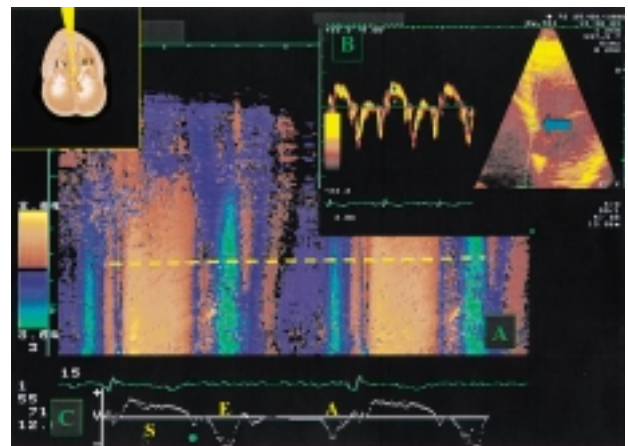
Confronto tra il color M-mode apicale ed il PW-TD nel medesimo segmento. A: color M-mode TD in proiezione 4 camere apicale. Le evidenti bande di colore sono la conseguenza del differente movimento delle fibre longitudinali delle pareti rispetto alla direzione del fascio ultrasonoro. La rappresentazione automatica sullo schermo della trasformazione di ogni pixel di colore della linea gialla in un valore di velocità è visualizzata nel grafico C. Per la decodifica dei colori vedi testo. B: PW-TD longitudinale del miocardio, 4 camere apicale. Il volume campione è posizionato al livello basale del setto interventricolare. LV = ventricolo sinistro; RV = ventricolo destro. Altre abbreviazioni come in figura 3.
